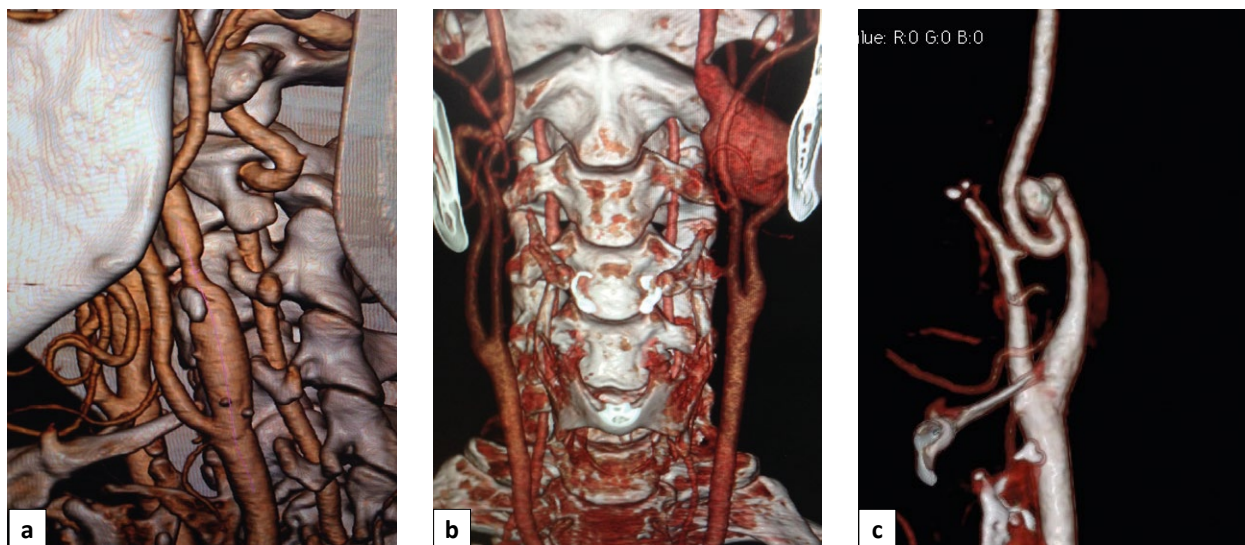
(а, б, с). Разновидности аневризм внутренней сонной артерии и варианты их топографического расположения: а — фузиформные аневризмы — обычно речь идет о пролонгированной (протяженной, вытянутой) дилатации проксимального сегмента внутренней сонной артерии; б — мешотчатые аневризмы — представляют собой округлые, иногда объемные, расположенные «в стороне» от основного просвета внутренней сонной артерии, как правило, в месте или выше места диссекции стенки сосуда, часто с трудом определяемой шейкой и трудно дифференцируемой с извитостью. Могут располагаться рядом с основным стволом, где частью стенки аневризмы является измененный сосуд или, особенно аневризмы малого размера, представляют собой «ложную петлю»; с — аневризмы прочие, характеризующиеся наличием одной или нескольких модификаций ангиографических изображений в основном малого размера и представляющие собой «карманы» в области диссекции интимы. В просвете артерии могут при этом определяться участки стенозов из-за формирующихся изгибов сосуда, стенки или сформировавшихся тромбов.
